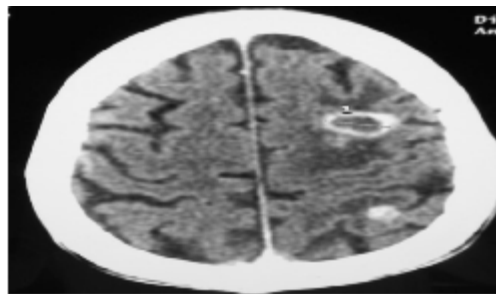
TDM cérébrale après injection de produit de contraste : multiples tuberculomes infra et supra-tentoriels les plus volumineux prenant le contraste de façon annulaire et entourés par un œdème. [34]
